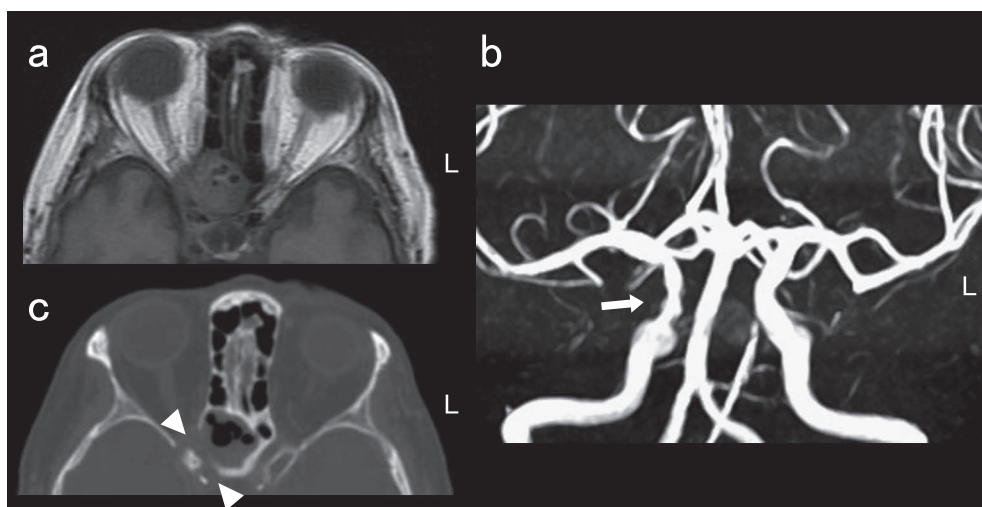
Brain MRI and MRA before admission and paranasal sinus CT on admission.
